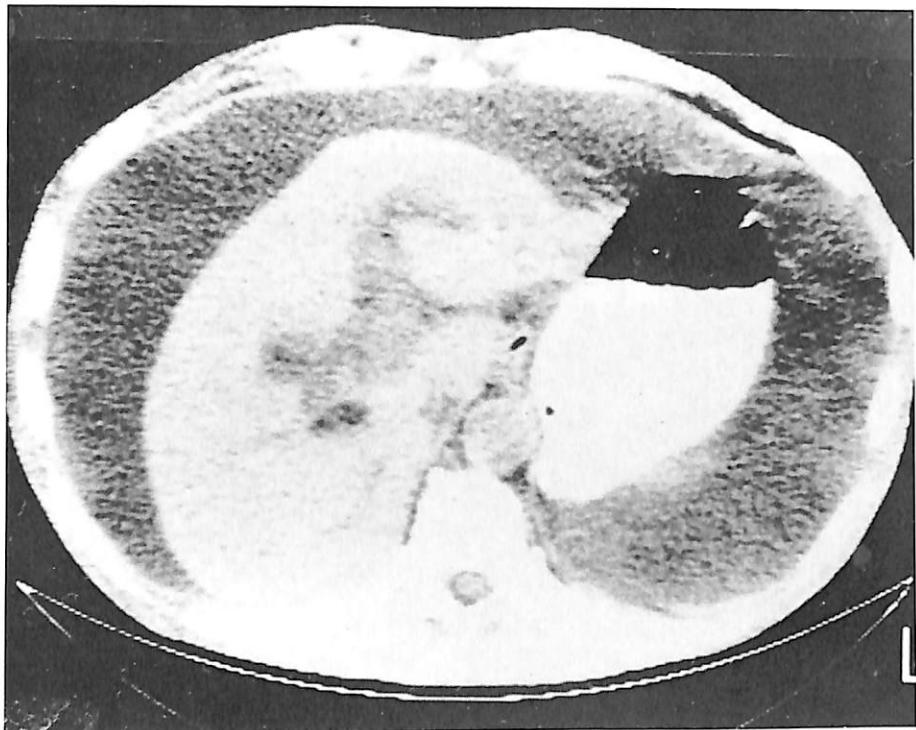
a : Computed tomography showing massive peritoneal fluid.
